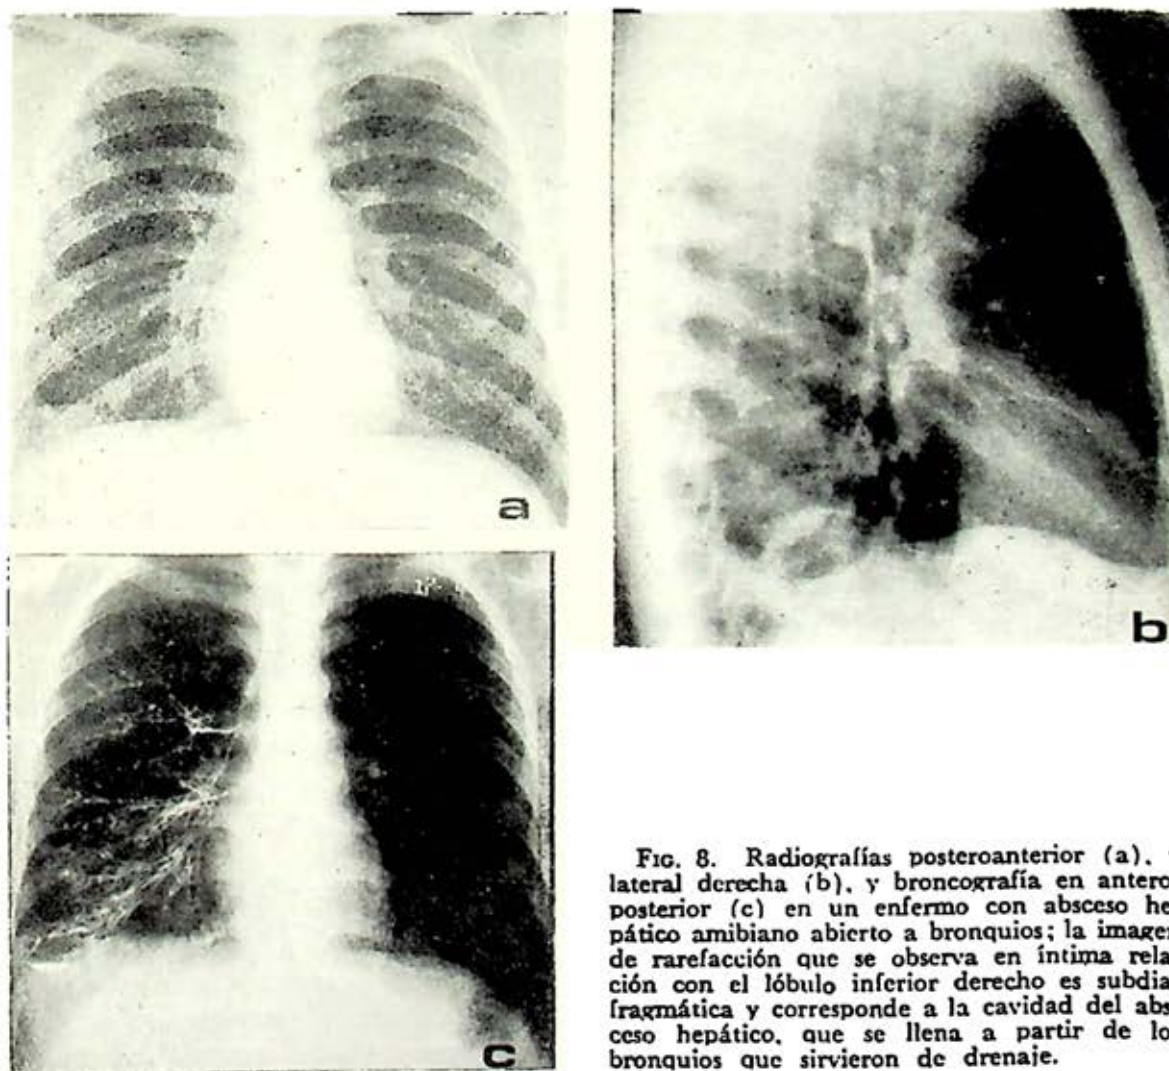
Radiografías posteroanterior (a), y lateral derecha (b), y broncografía en anteroposterior (c) en un enfermo con absceso hepático amibiano abierto a bronquios; la imagen de rarefacción que se observa en íntima relación con el lóbulo inferior derecho es subdiafragmática y corresponde a la cavidad del absceso hepático, que se llena a partir de los bronquios que sirvieron de drenaje.
